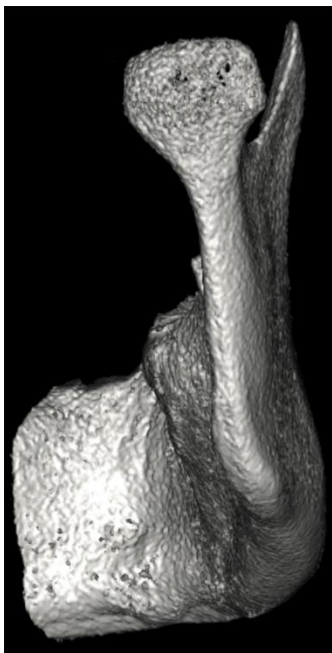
Randare 3D CBCT. Vedere postero-inferioară a ramurii drepte a mandibulei. Condil mandibular aplatizat superior.
